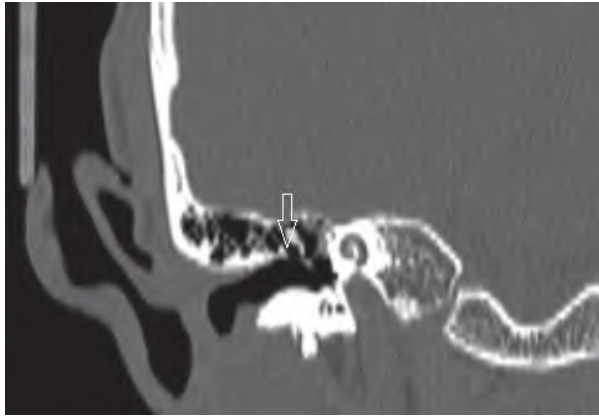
КТ височных костей (корональная проекция) у пациента с акубаротравмой; отмечается смещение тела наковальни вверх – разрыв в области articulatio incudomallearis (указан стрелкой)
